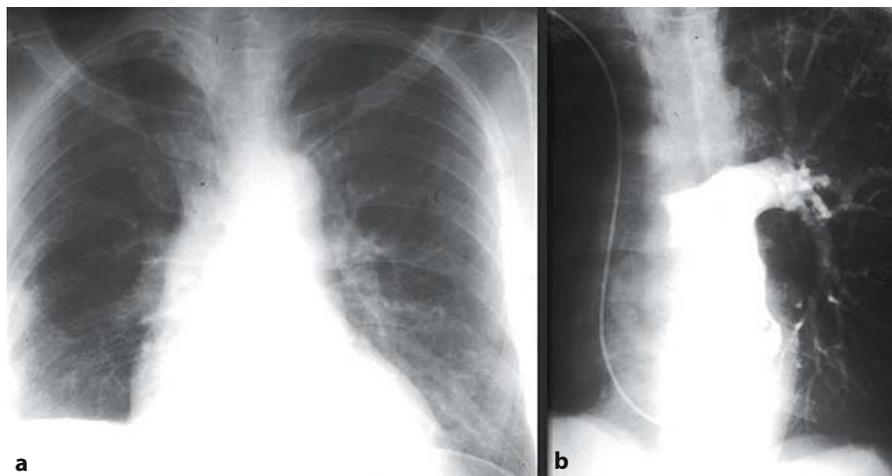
a-d. EP Acuta in paziente recentemente operato per timoma: RT (a-b) sollevamento dell'emidiaframma dx con estese strie lamellari medio basali a dx. Oligoemia distrettuale basale a sn e del campo superiore dx. Scintigrafia polmonare perfusiva (c) oligoemia distrettuale medio basale bilaterale. (d) Ecocolordoppler dell'arto inferiore dx: trombo flottante alla confluenza della vena femorale
